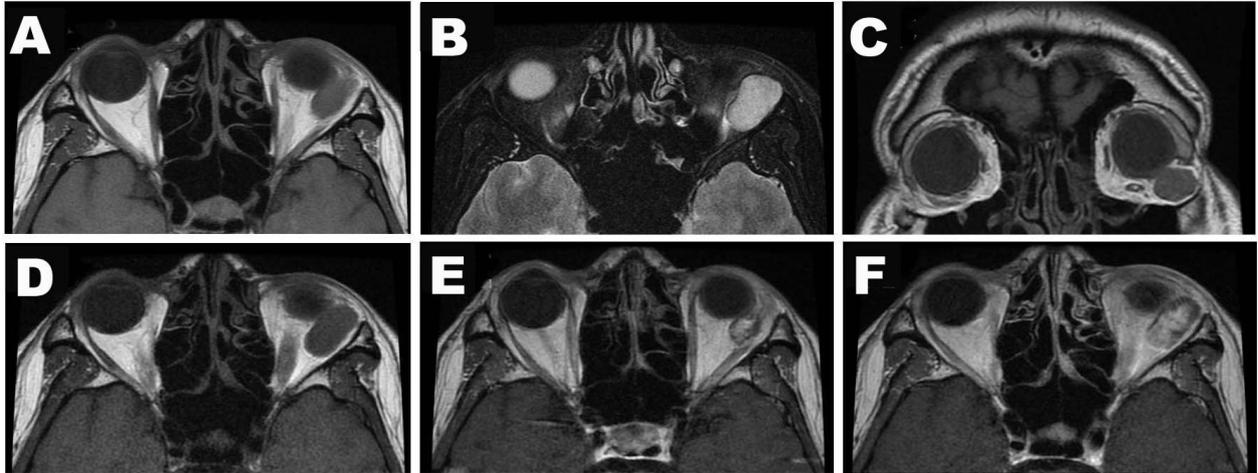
Preoperative MRI demonstrates a well circumscribed oval mass occupying the inferolateral part of the left orbit. The tumor is hypointense on T1-weighted images (A, C) and hyperintense on T2-weighted images (B). The tumor shows gradual bright enhancement (D-F).
